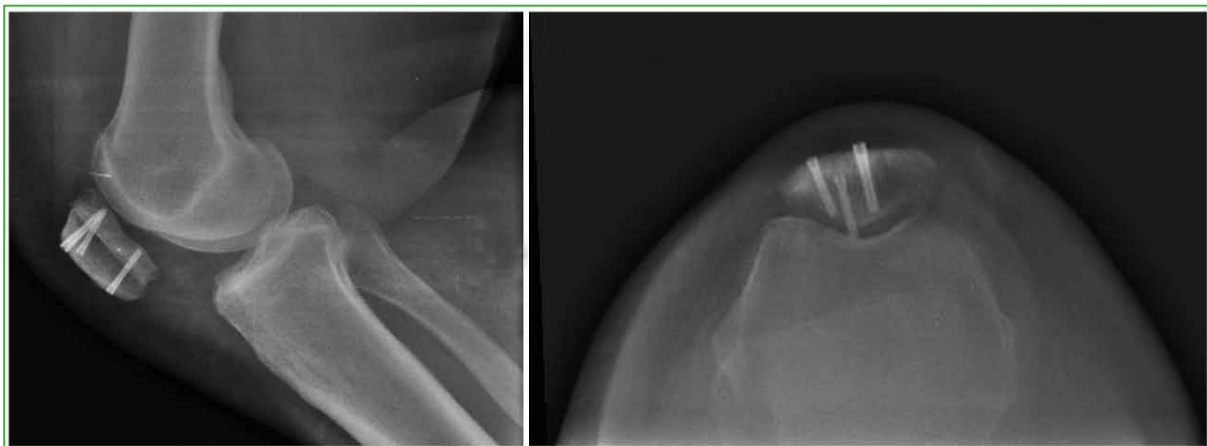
Radiograf a posoperatoria (noviembre de 2018). Aloinjerto incorporado.
